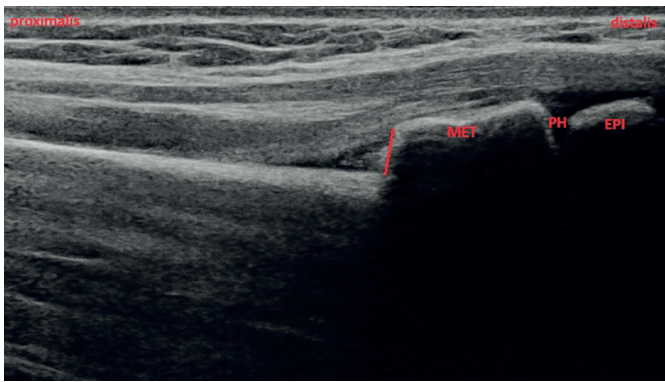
Sonogram zobrazující distální radius z dorzálního pohledu, červená šipka označuje kortikální vyboulení (cortical bumping) (EPI epifýza, PH fýza, MET metafýza).
